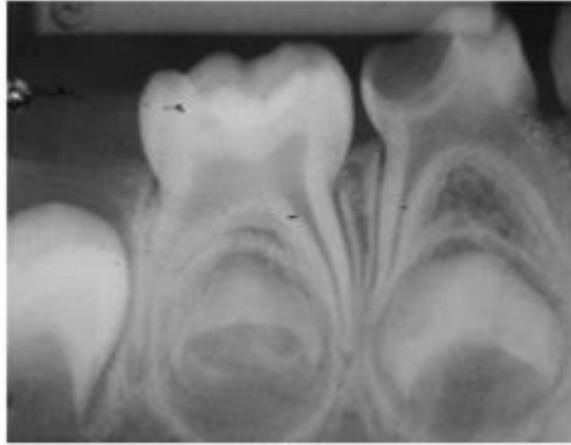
Radiografía de un primer molar primario inferior con caries profunda con ausencia de radiolucidez en el periápice
